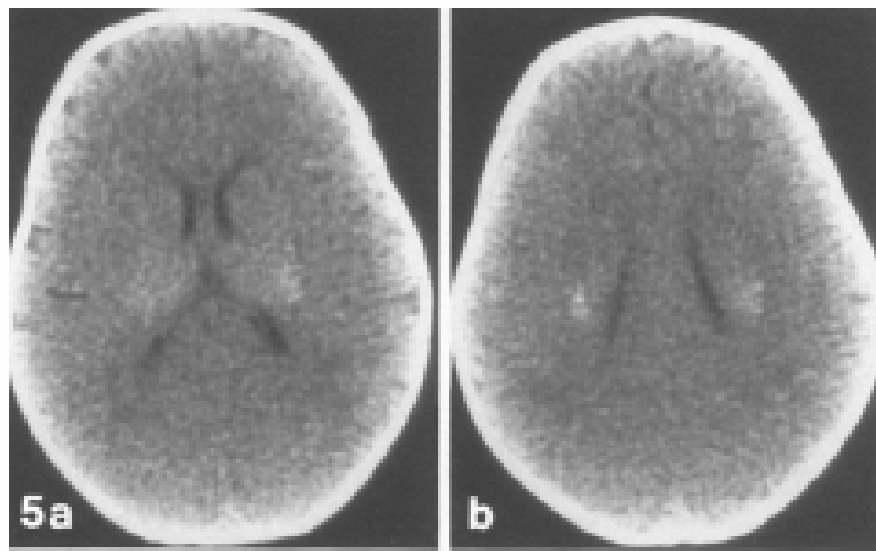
la TDM cérébrale montre des images d'hyperdensité au niveau du thalamus et du noyau caudal
